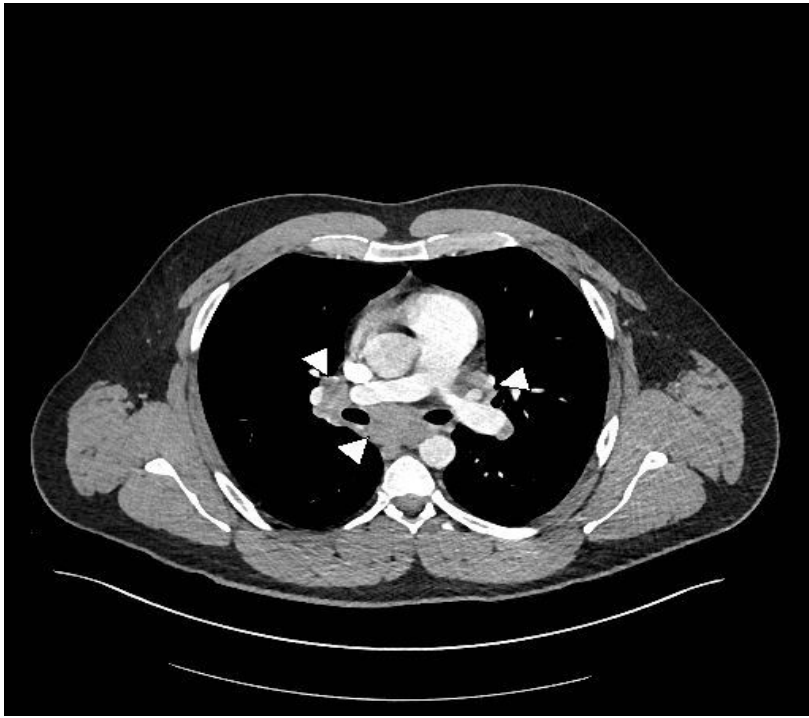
bilaterale Lymphadenopathie im CT bei Löfgren-Syndrom
